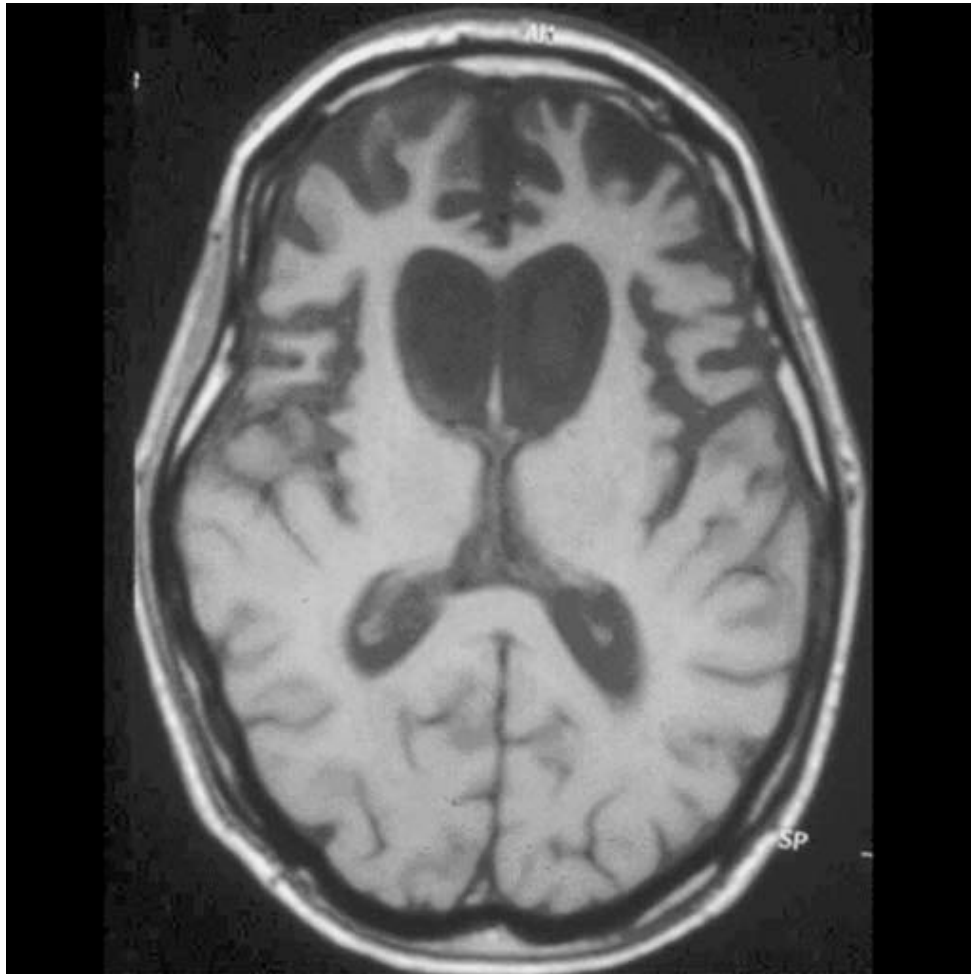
IRM encéphalique, en séquence Flair atrophie fronto-temporale
